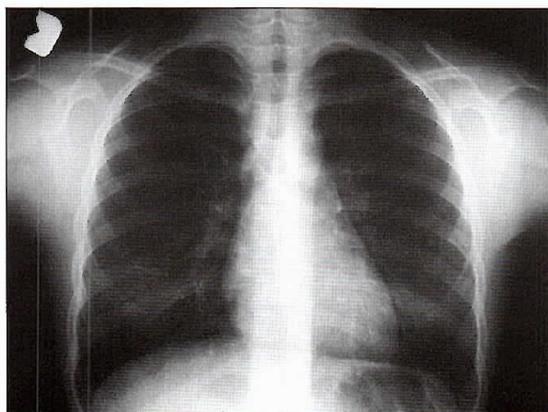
Radiografía de Tórax Normal (Figura 1a y 1b).
